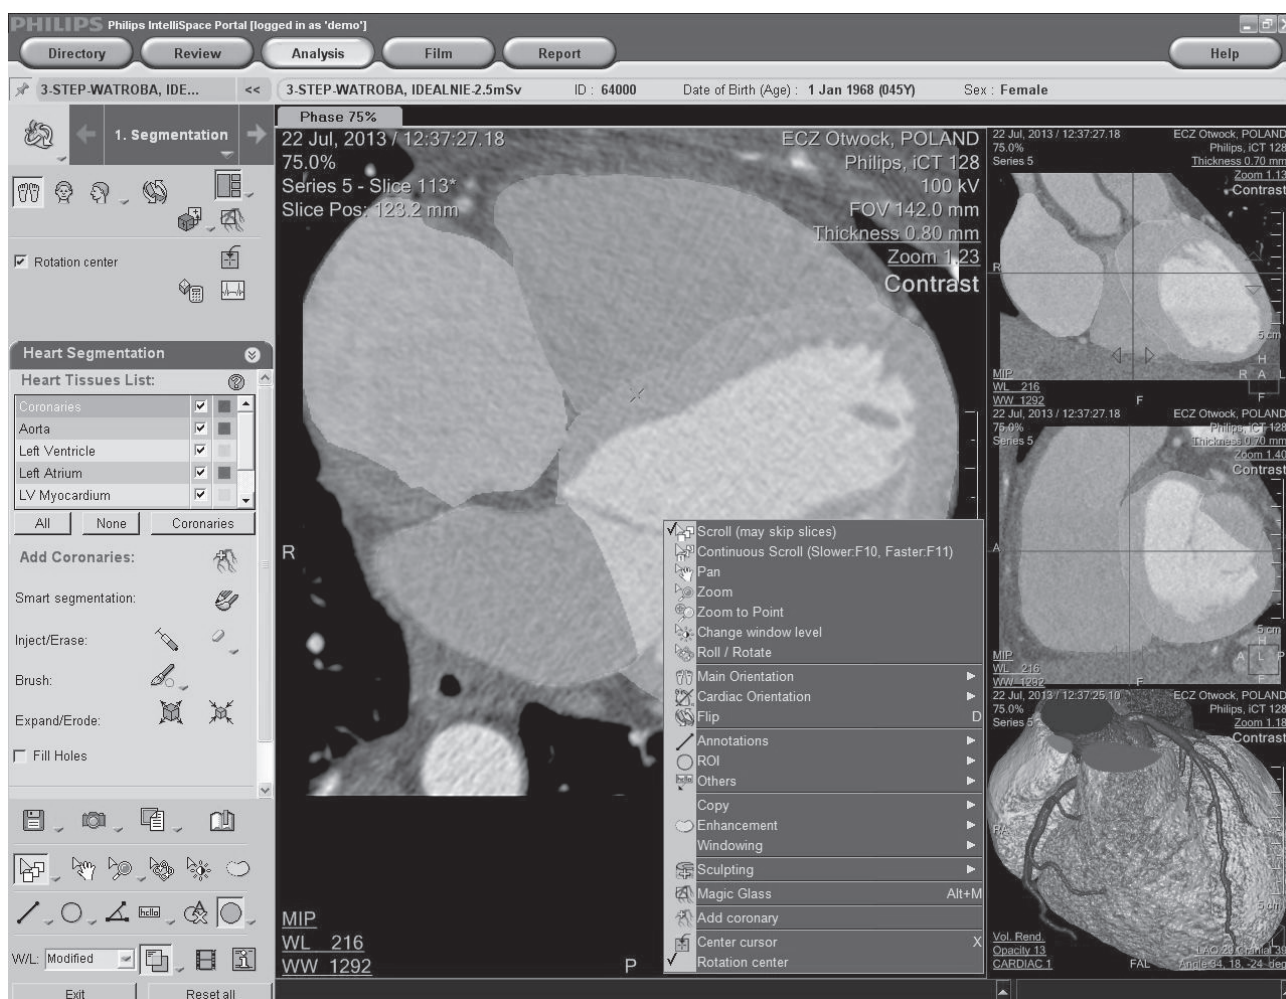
“CT Comprehensive Cardiac Analysis” – the fully automated segmentation tool transforms the heart into individual segments within seconds.
